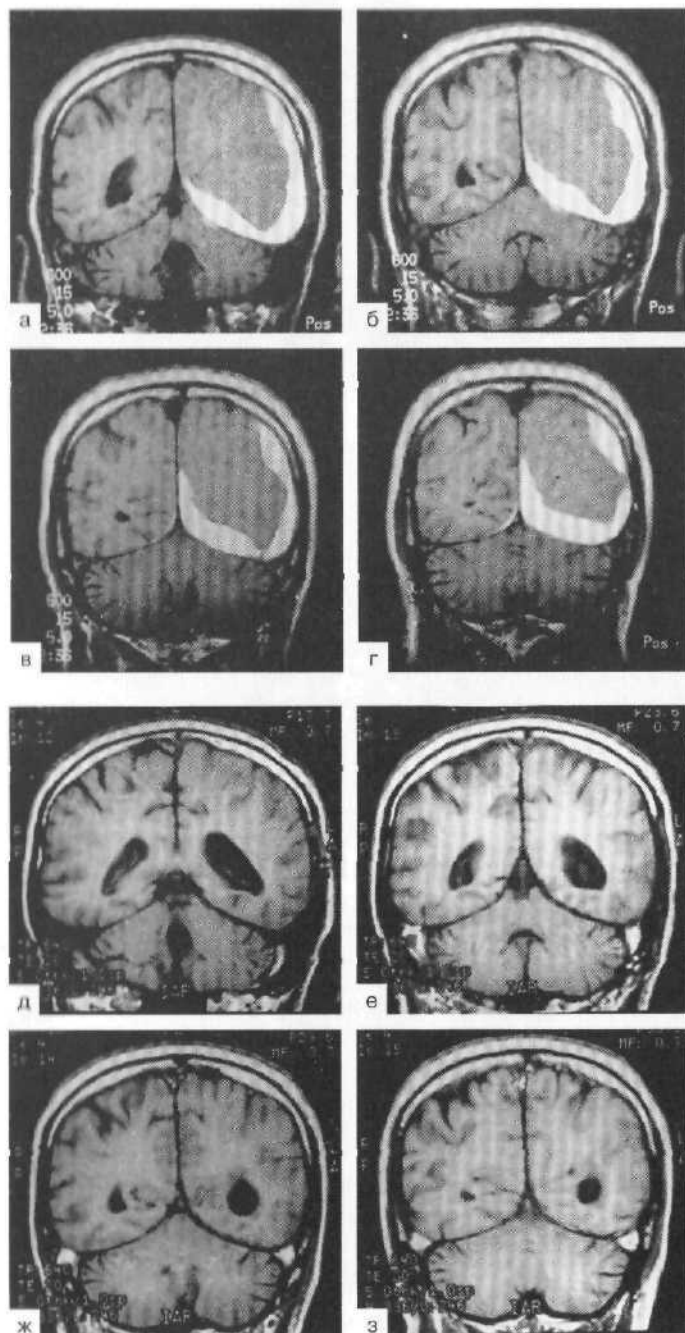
МРТ. Подострая субдуральная гематома слева.
